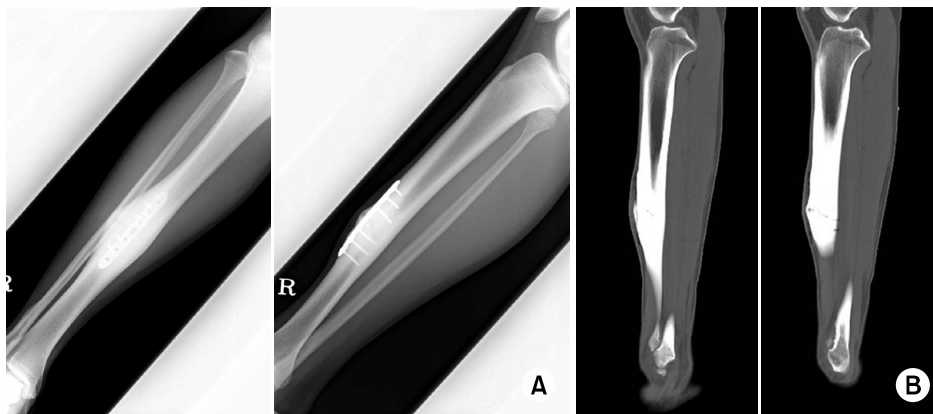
(A) Preoperative plain radiographs and (B) computed tomograph of the 13-year-old basketball player show a distinct radiolucency and periosteal thickening in the anterolateral cortex.
